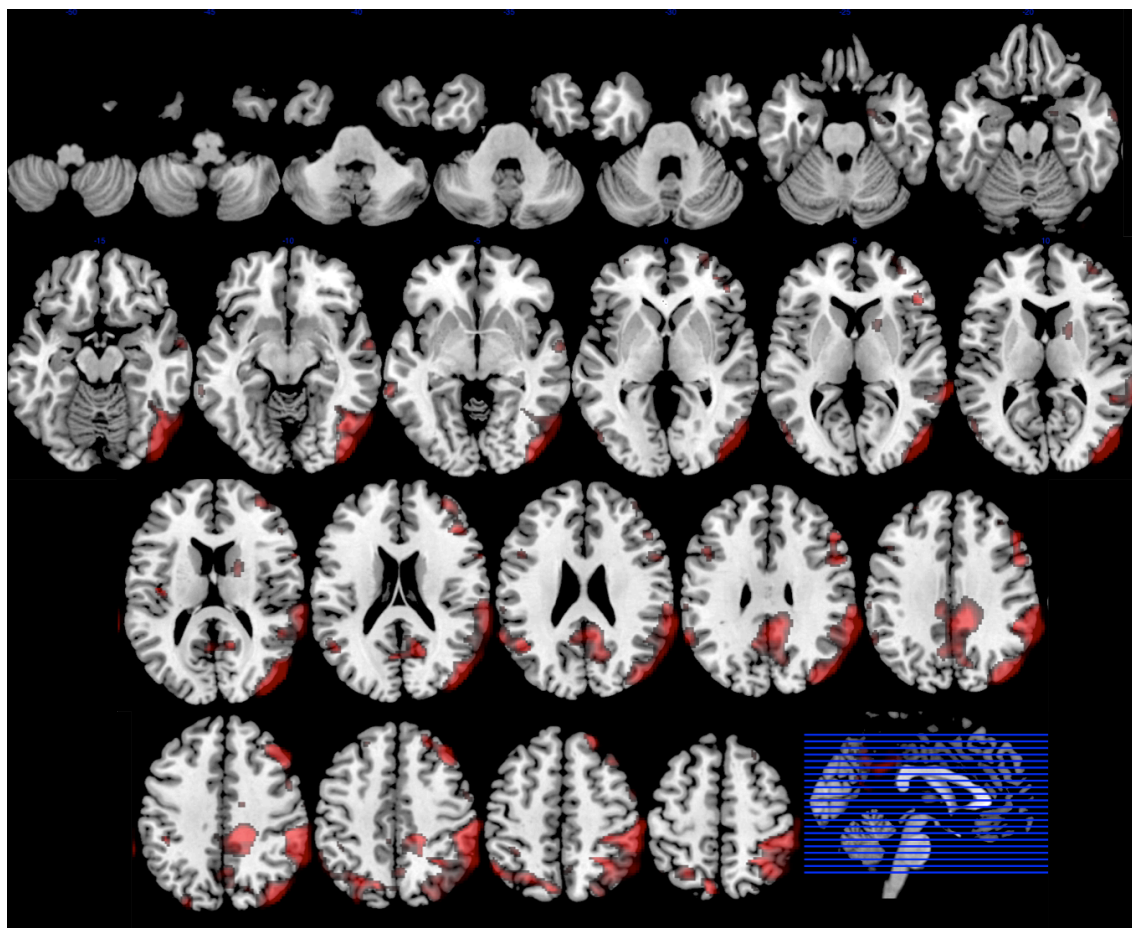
35. Topografía de la degeneración corticobasal. Imagen superpuesta sobre Resonancia Magnética a partir del análisis realizado con SPM. Se muestran las zonas de menor metabolismo en el grupo de pacientes con degeneración corticobasal en comparación con controles. Orientación neurológica.
